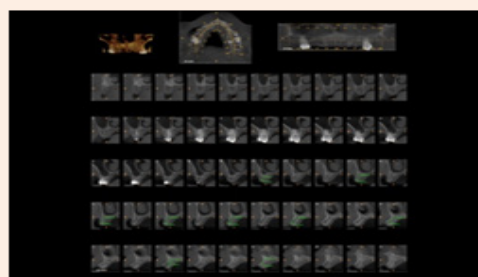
Immediate CBCT. Note all fresh sockets.
